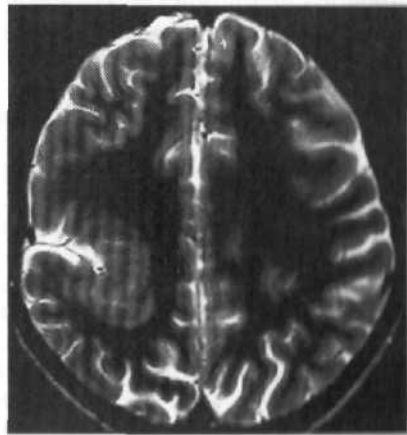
Узловая гетеротопия серого вещества у ребенка 12 лет с фокальной эпилепсией. МРТ в T_2 -режиме: патологический очаг сигналов, равных сигналам от серого вещества мозга в правой теменной области.
